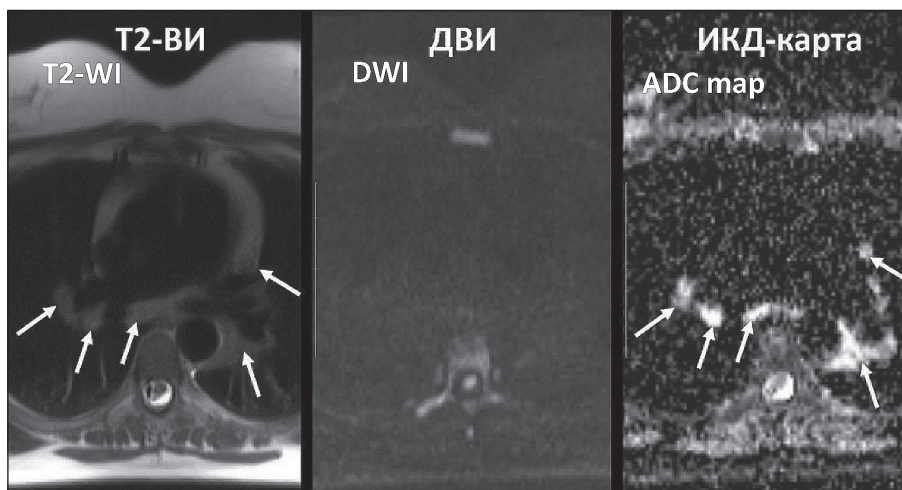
МР-томограммы средостения пациента с саркоидозом I ст. ЛУ (обозначены стрелками) не визуализируются на ДВИ и имеют высокий сигнал на ИКД-карте, ИКД – $1,57 \times 10^{-3} \text{ мм}^2/\text{с}$
